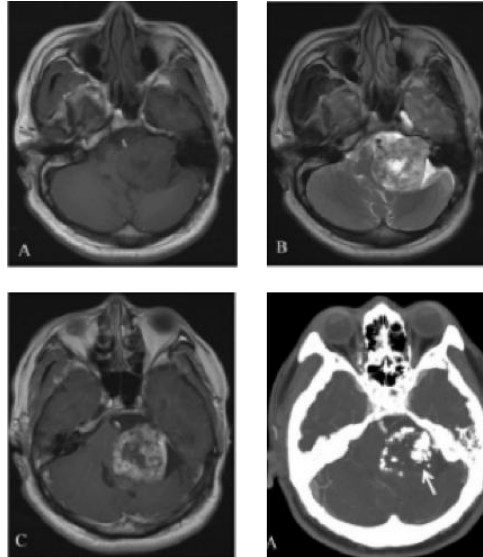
IRM montrant un SV avec présence de calcifications en fenêtre osseuse[124]
